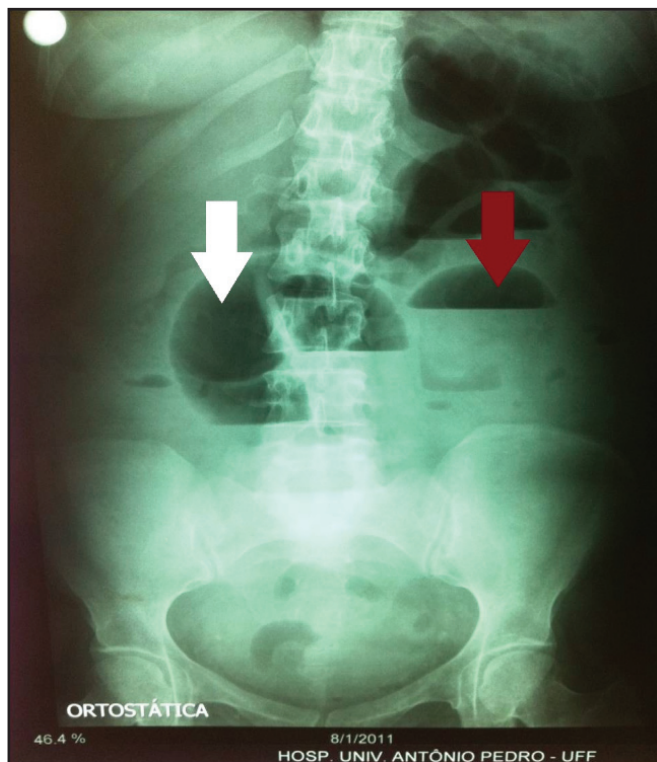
Radiografia de abdome exibindo distensão das alças abdominais, notadamente intestino delgado (seta branca), acompanhado por níveis hidroaéreos (seta vermelha), sugerindo obstrução intestinal.
